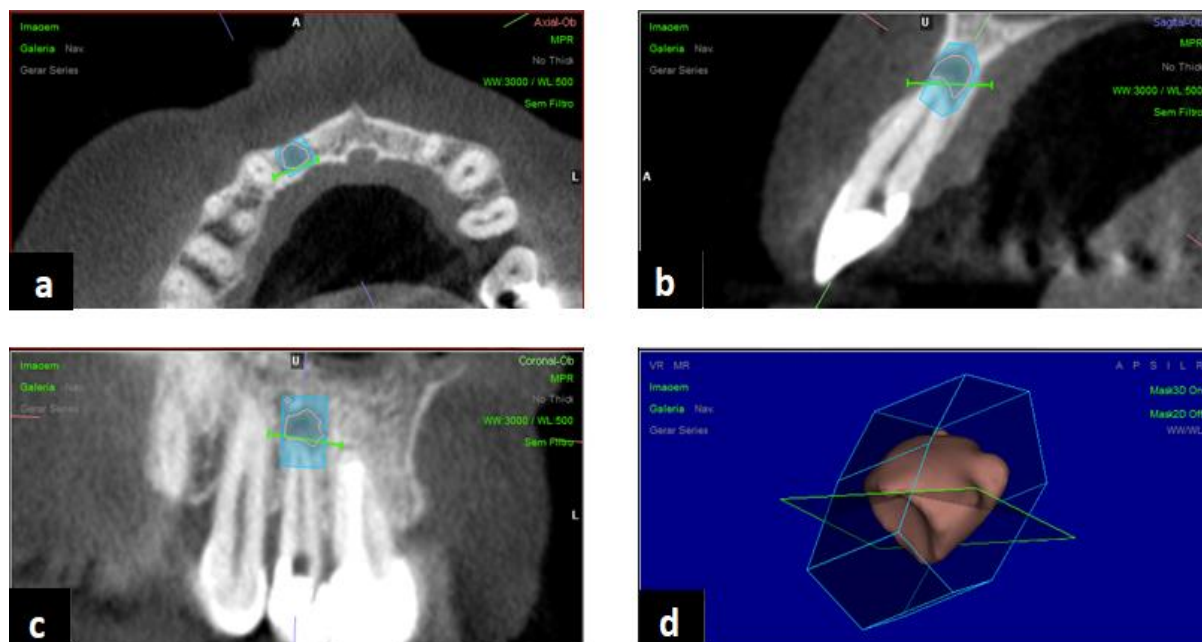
Imagem da TCFC da verificação pré-operatória transferida para o software Nemotec[®] e segmentação 2D da lesão periapical nos diferentes planos de corte
